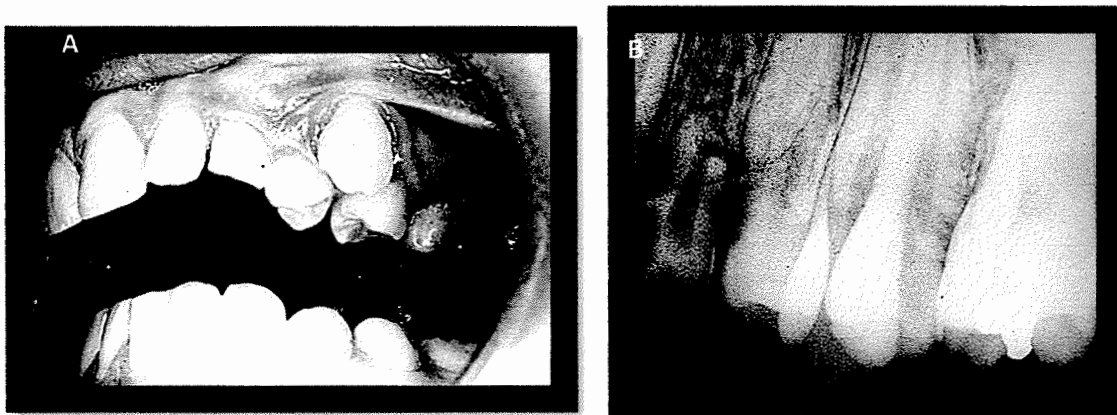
4B. A. Fotografía intrabucal que evidencia la transposición dentaria del primer premolar superior izquierdo a la posición del canino. B. Radiografía periapical que demuestra la transposición completa entre los dientes 2.3 y 2.4. (31)
